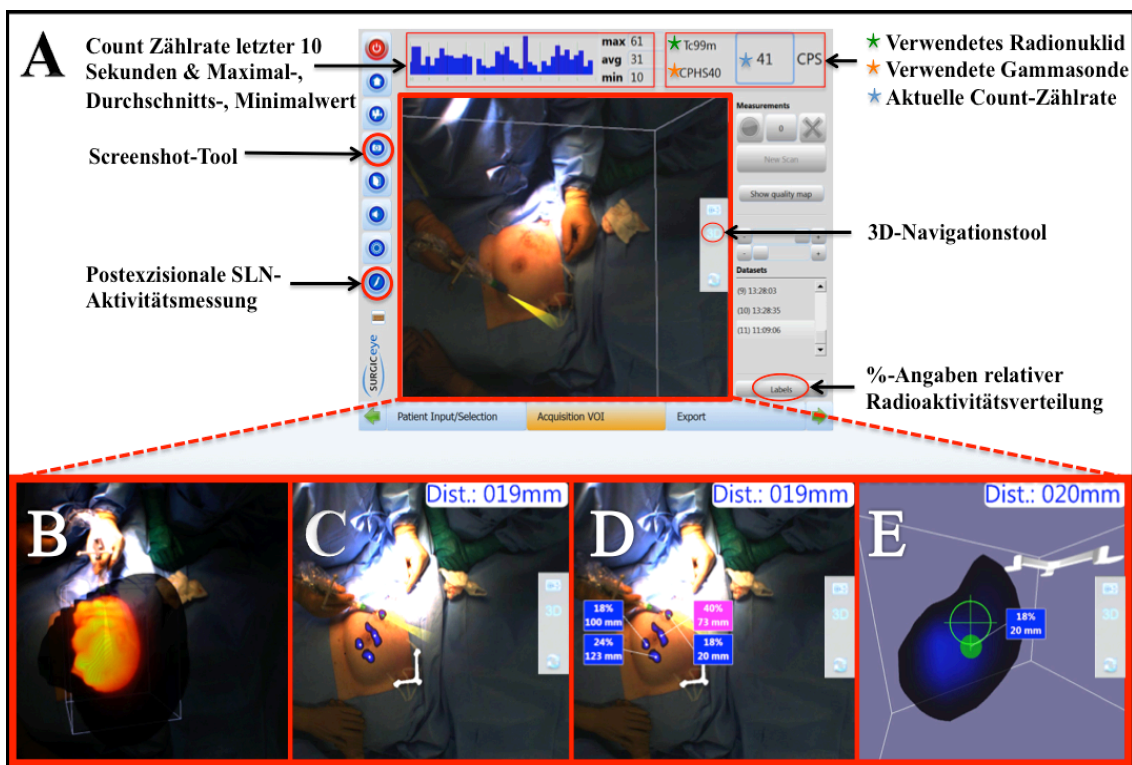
Touchscreen der fhSPECT und Demonstration des Scanprozesses; (A) studienrelevante Interaktions-Optionen des Touchscreen-Interface; (B) Scanprozess mit Farbfeedback zur Scan-Gründlichkeit (grün = hohe Datenmenge, rot = geringe Datenmenge); (C) Projektion detektierter Radioaktivität auf den Situs (hier: 3 periareoläre Depots, 1 intratumorales Depot); (D) prozentualer Anteil einzelner Depots an radioaktiver Gesamtaktivität und Distanz zur Gammasondenspitze; (E) 3D-Navigationstool zur exakten Anvisierung und fhSPECT-Tiefenmessung zum Depot-Hotspot
